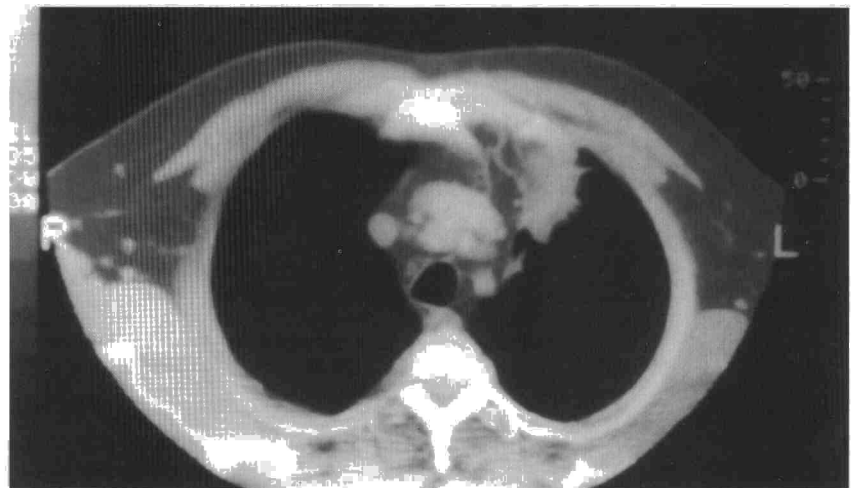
TAC torácica que muestra una opacidad nodular en LSI de contorno irregular en contacto con la grasa mediastínica.
